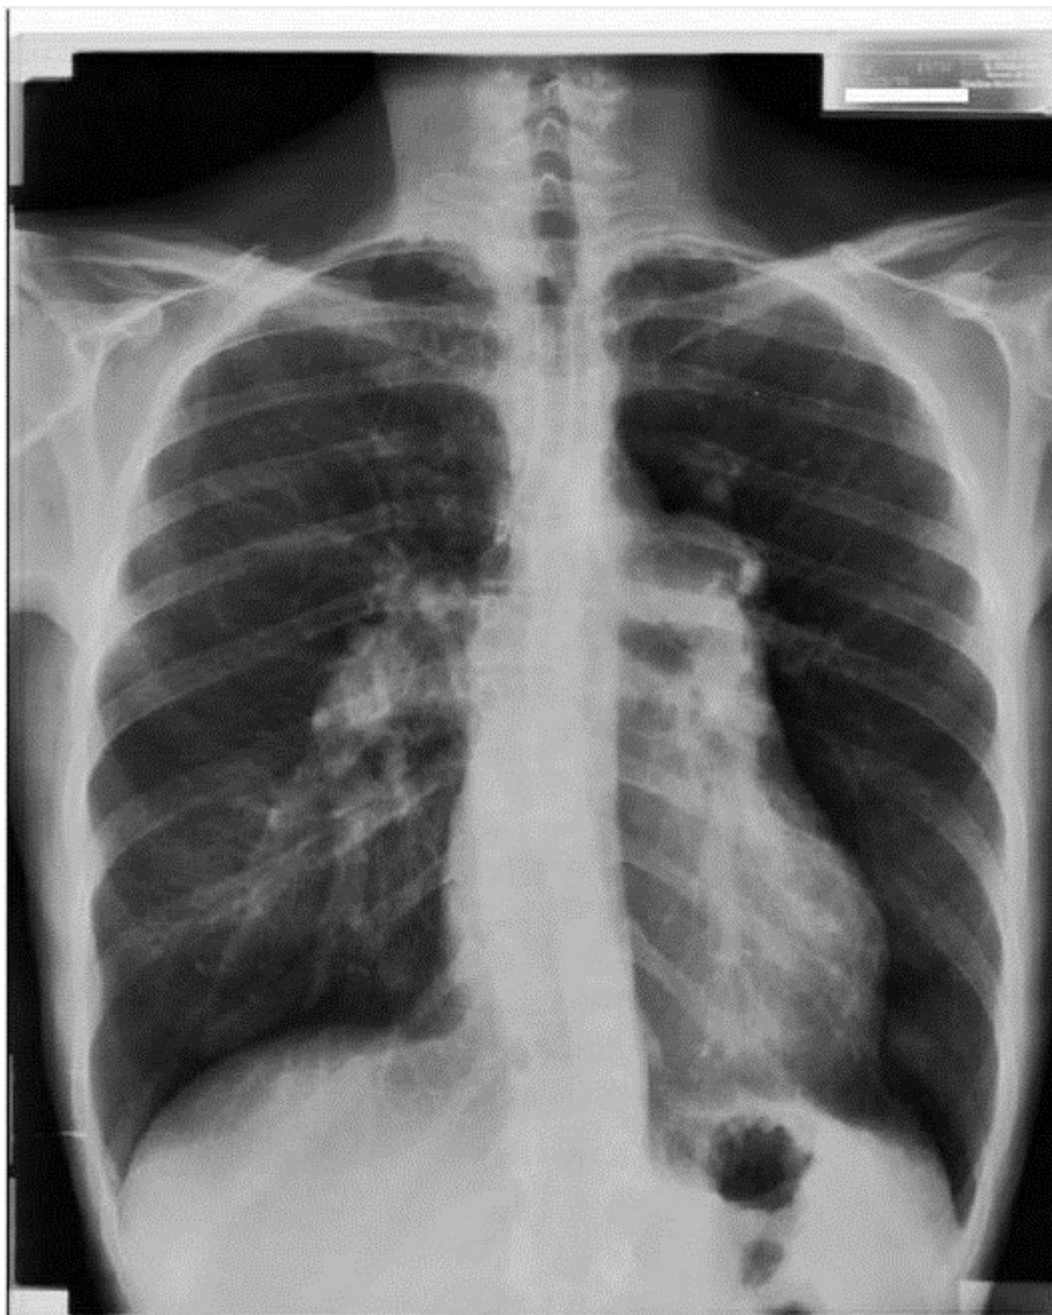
Рентгенография грудной клетки пациента с тяжелой ПЛГ: расширение ЛА, сочетающееся с обеднением периферического легочного рисунка.
